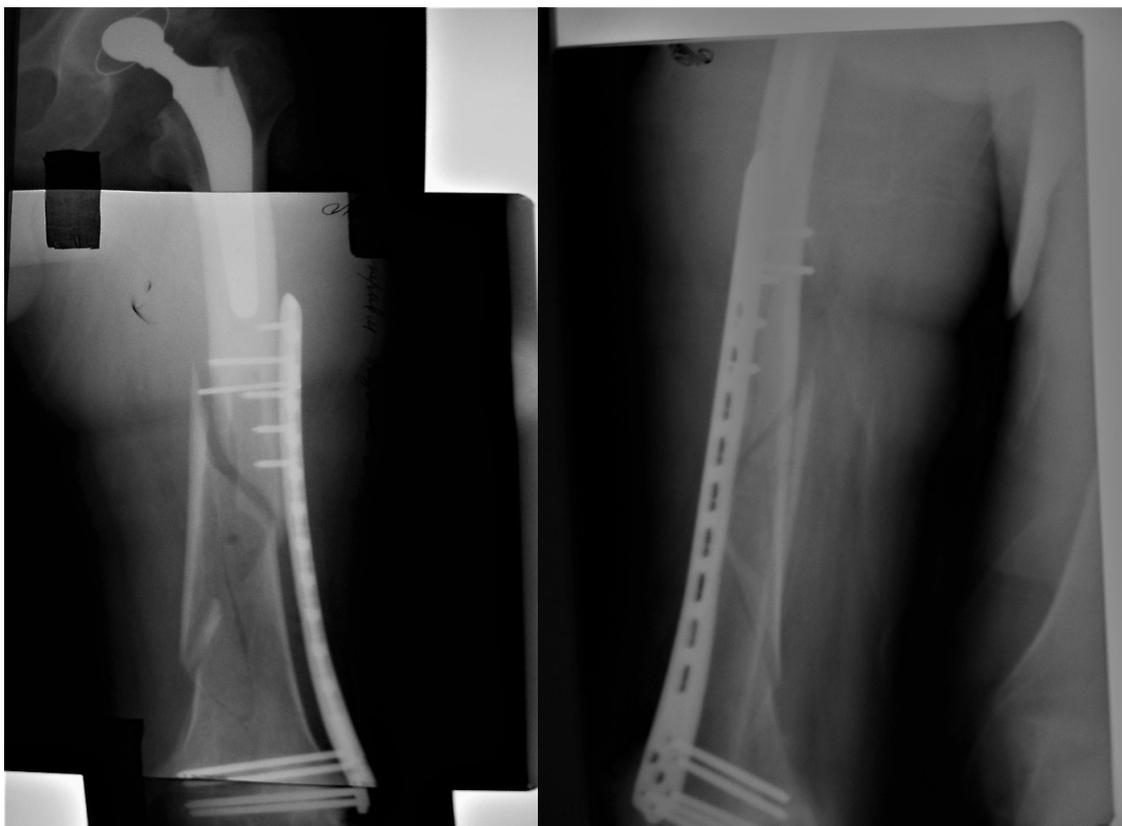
Рентгенограммы пациента К. при поступлении в травмцентр
